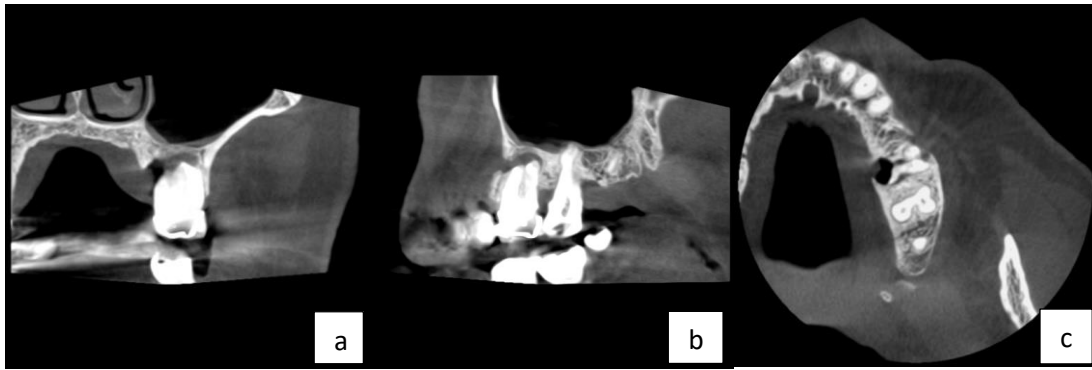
14 meses después de la cirugía, el volumen del área periapical ha aumentado. a, corte coronal. b, corte sagital. c, corte axial.
